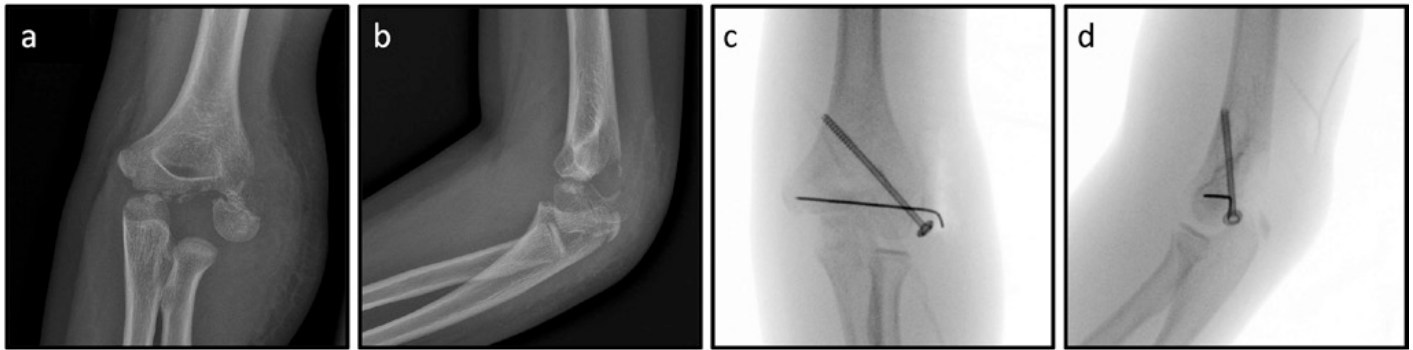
8-jährige Patientin nach Sturz von einer Wippe. Röntgen des Ellbogens links: dislozierte Kondylus-radialis-Fraktur a. p. (a) und seitlich (b), Z. n. Schrauben-Osteosynthese mit Antirotationsdraht a. p. (c) und seitlich (d).
